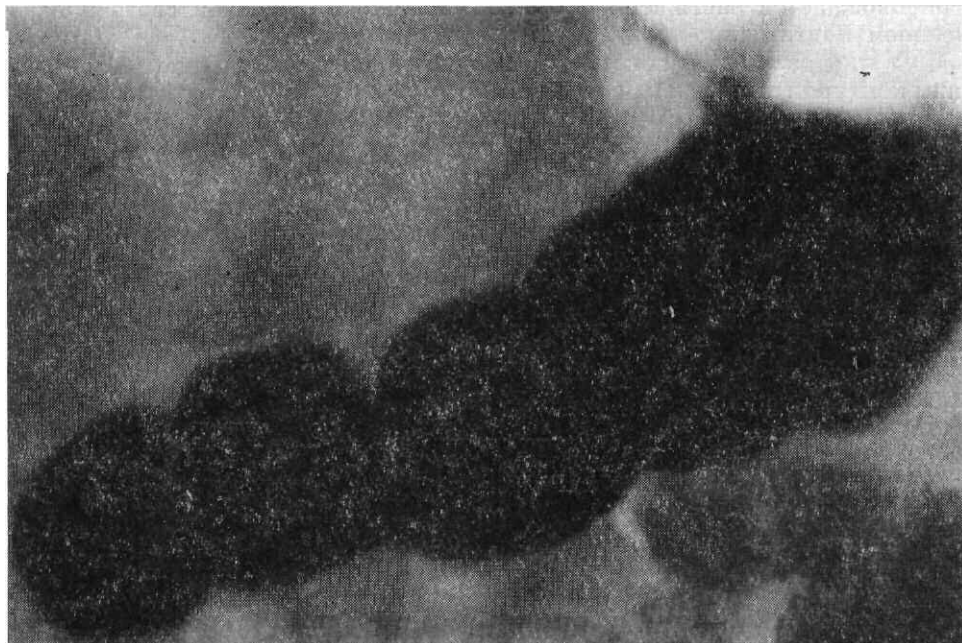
Рентгенограмма желудка в прямой передней проекции. Косо расположенный желудок.
